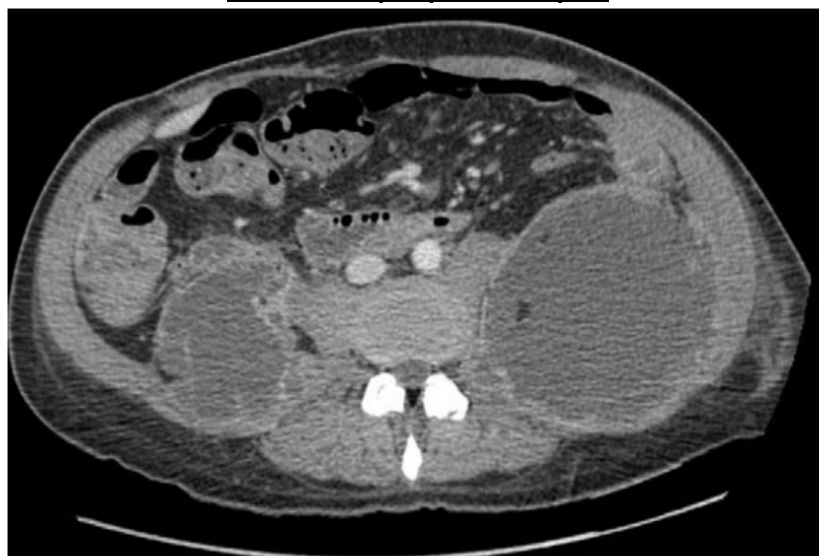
Image TDM avec contraste, qui montre une pancréatite grade E avec plusieurs coulées de nécrose
